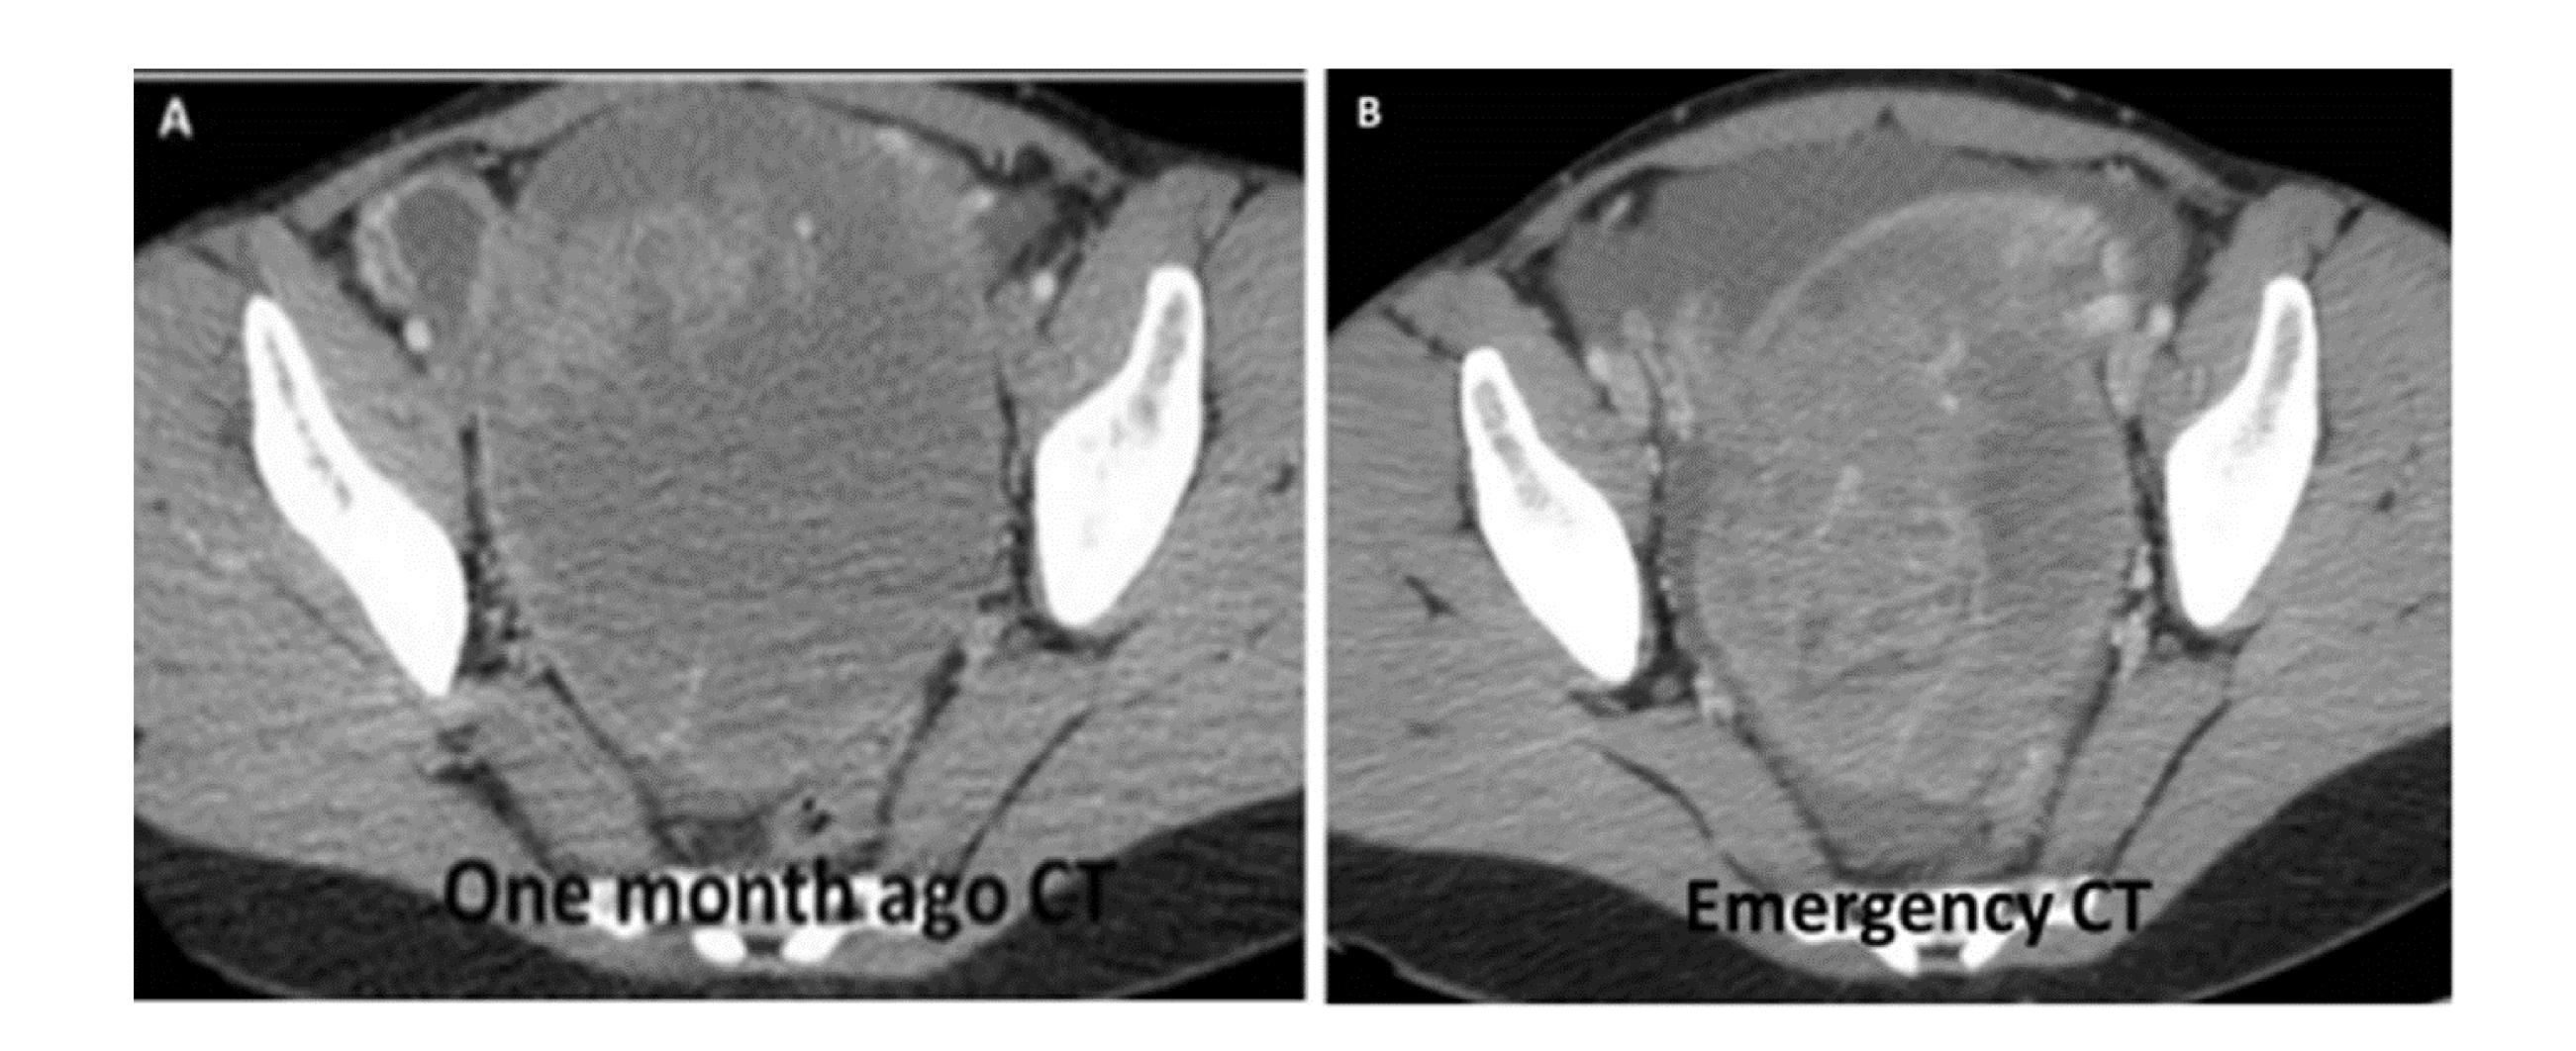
en comparación con el TC realizado hace un mes, la masa anexial ha disminuido de tamaño y ha aparecido abundante líquido intraabdominal.
